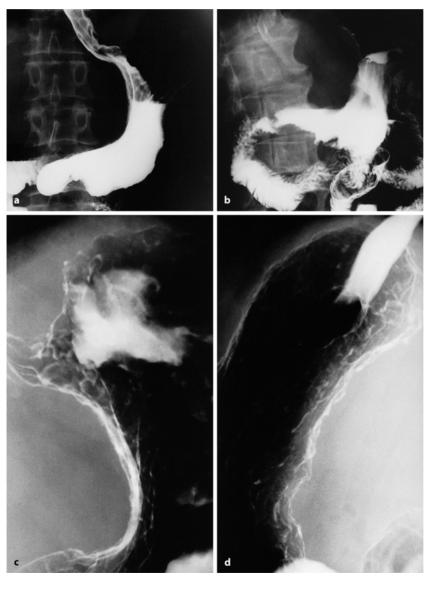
a – d. Magenkarzinom. Makroskopische Klassifikation im Kontraströntgenbild. a Typ Borrmann I, Antrum, große Kurvatur. b Typ Borrmann II. Korpus und Antrum, große Kurvatur. c Typ Borrmann III. Fundus und Korpus, kleine Kurvatur. d Typ Borrmann IV. Linitis plastica
